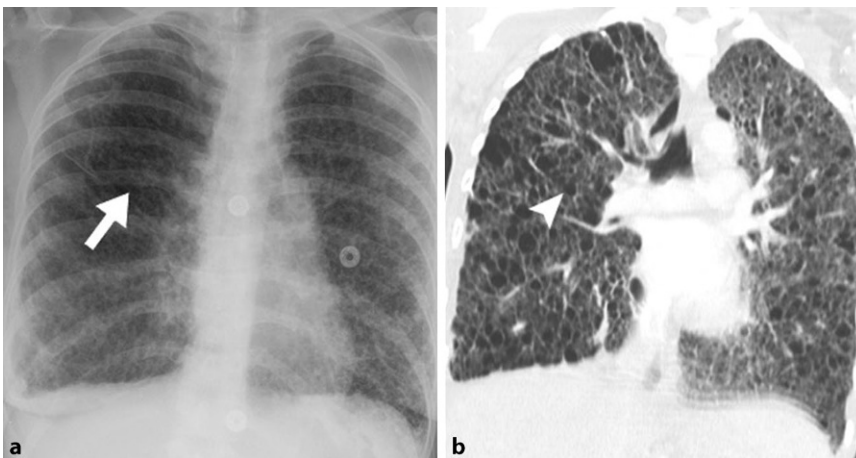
▲ 32 Jahre alte Patientin mit einer Lymphangiomyomatose (LAM). a Thoraxröntgen p/a: bilateral diffus verteiltes retikuläres Muster (weißer Pfeil), b HR-CT: diffus, bilateral verteilte dünnwandige Zysten (weiße Pfeilspitze). HR-CT „high resolution“ Computertomographie
